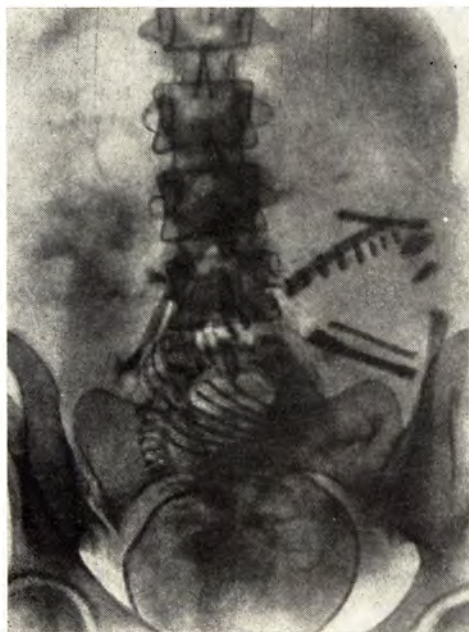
Прямая рентгенограмма живота беременной. 3-й вариант расположения плода в матке при головном предлежании.
